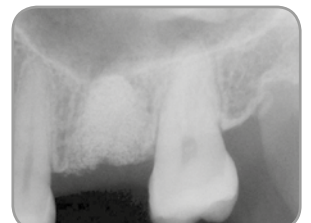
A los cuatro meses de la cirugía, una radiografía de la zona del injerto mostró excelente contención del material de injerto.
